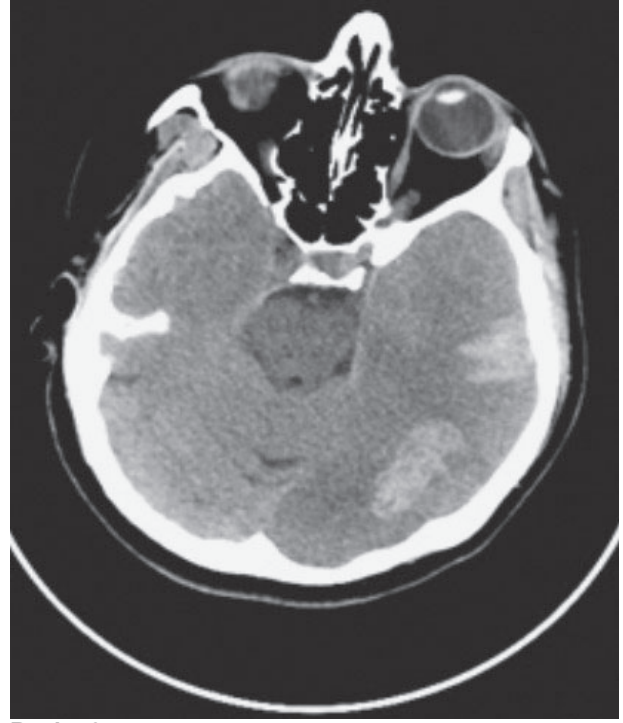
Cranial CT image shows massive multiple cerebral hemorrhages in the lobus temporalis with surrounding edema and and hemorrhage in the left lateral ventricle.
